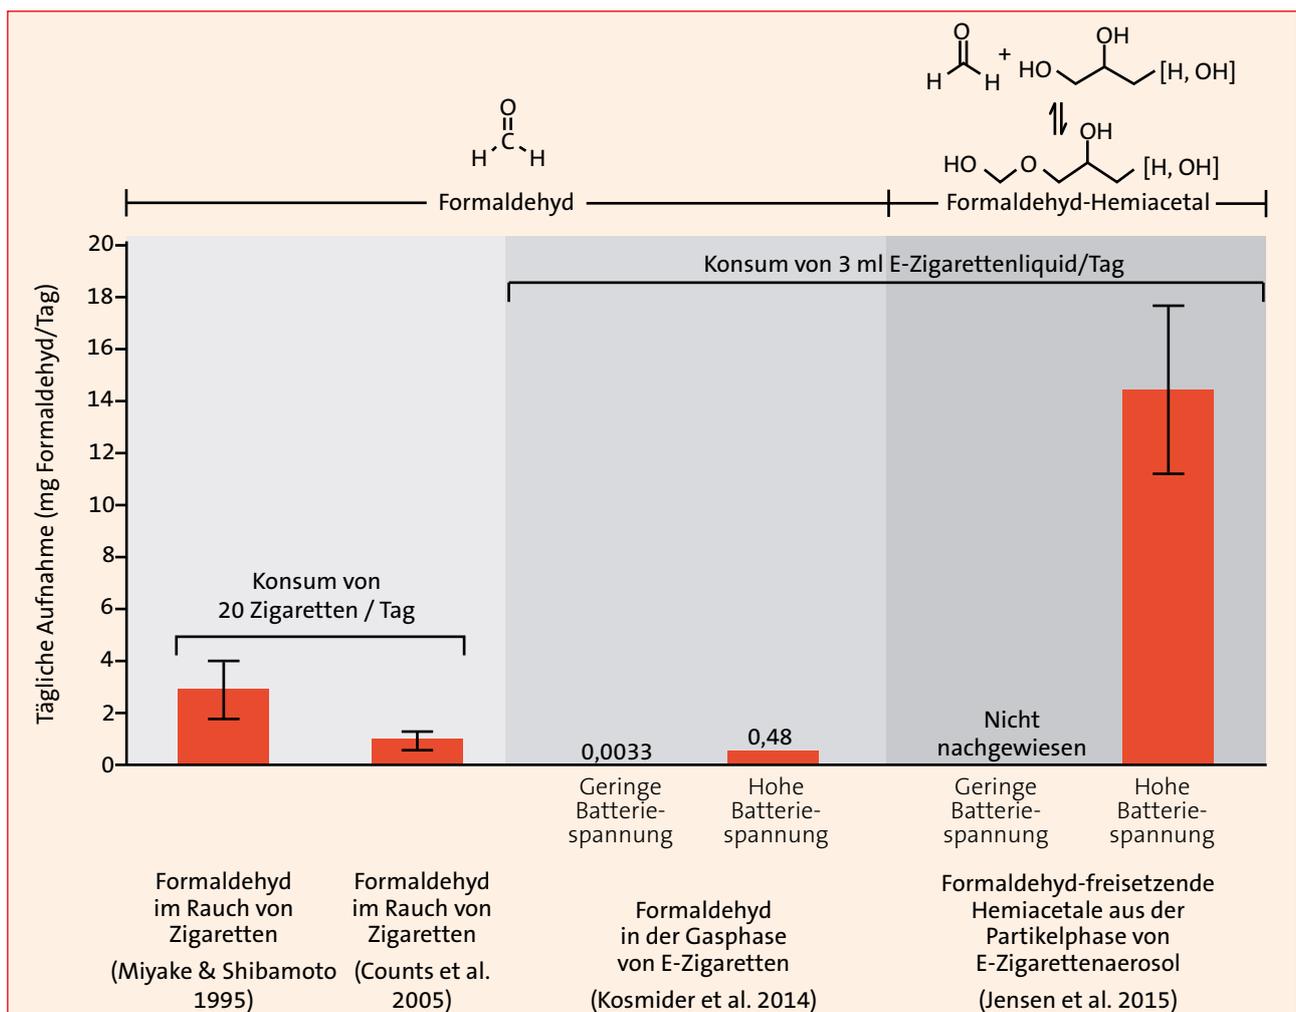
Tägliche Belastung durch Formaldehyd beim Gebrauch von Zigaretten und E-Zigaretten, berechnet aus verschiedenen Studien. Abbildung entnommen und übersetzt aus: The New England Journal of Medicine, Jensen RP, Luo W, Pankow JF, Strongin RM, Peyton DH, Hidden formaldehyde in e-cigarette aerosols, 372;4, 392-394. Copyright © (2015) Massachusetts Medical Society. Abdruck mit Genehmigung der Massachusetts Medical Society.
